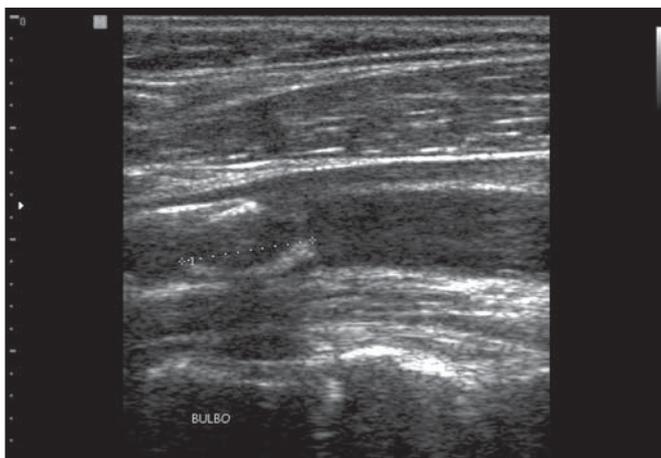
Calcificação na artéria carótida detectada em exame de ultrassonografia.
